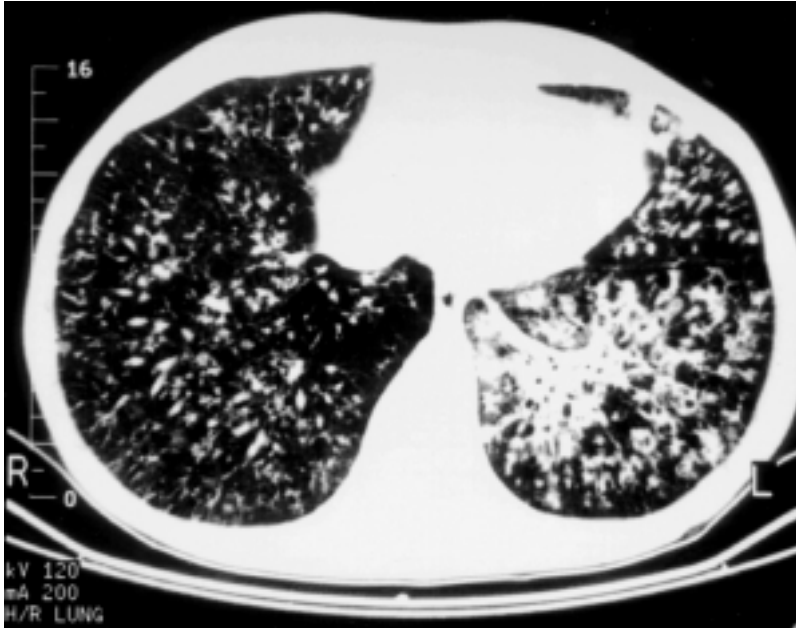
Tomografía computarizada de un paciente de 28 años de edad que evidencia diseminación broncogena, en forma de nódulos centrolobulillares. Diagnosticado de tuberculosis por baciloscopia y cultivo del esputo.
